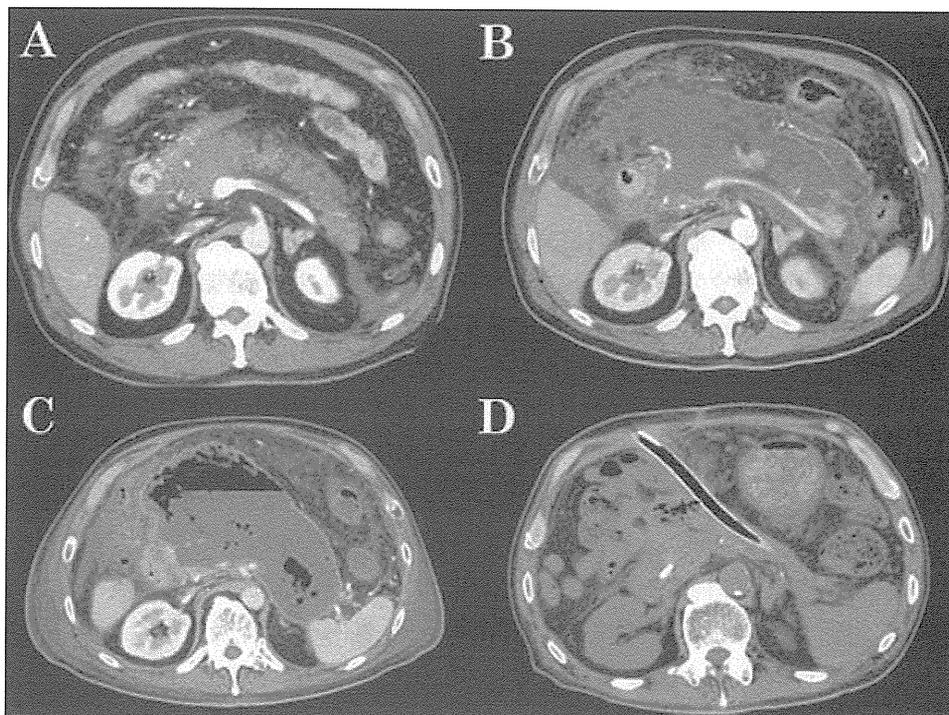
ANC/WON 症例：62 歳男性，胆石性重症急性膵炎（予後点数 4 点，CT grade 3）の腹部 CT 所見．A) 発症 16 時間後，B) 発症 26 日後，C) 発症 170 日後，D) 発症 220 日後（ネクロセクトミー後）．発症後に急性腎不全，呼吸不全などを発症，保存的治療を継続したが，発症後 170 日目に WON への感染が確認され，213 日目に小切開によるネクロセクトミーを施行した．
